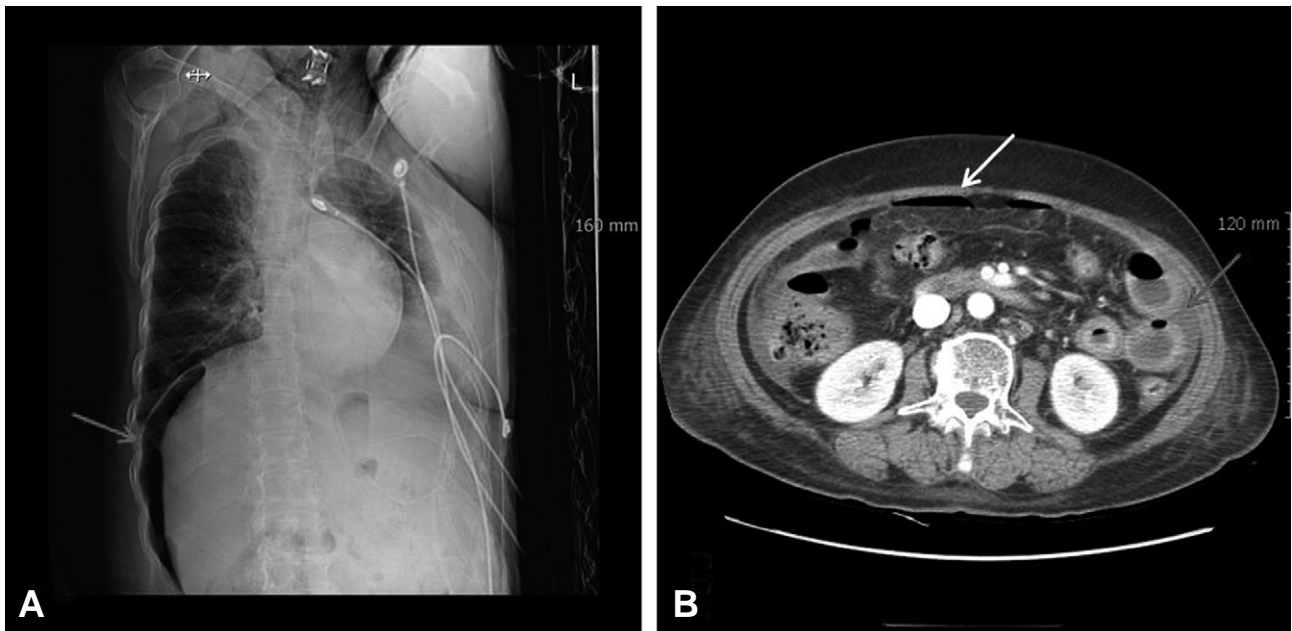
Decubitus X-ray demonstrates free air gas in abdomen (A). Abdominal CT scan demonstrates free air gas (white arrow), fluid collection (red arrow) and an edematous small bowel (B).
